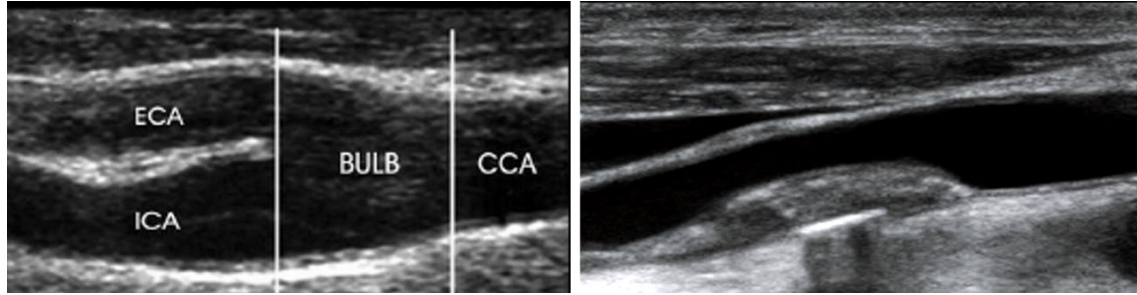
Imagens obtidas por Ultrassonografia Modo-B. Esquerda: Visualização da bifurcação carótídea e das túnicas das paredes da artéria. Direita: Visualização de placa de aterosclerose regular e heterogénea. Imagens adaptadas de [37], [38] respetivamente.
